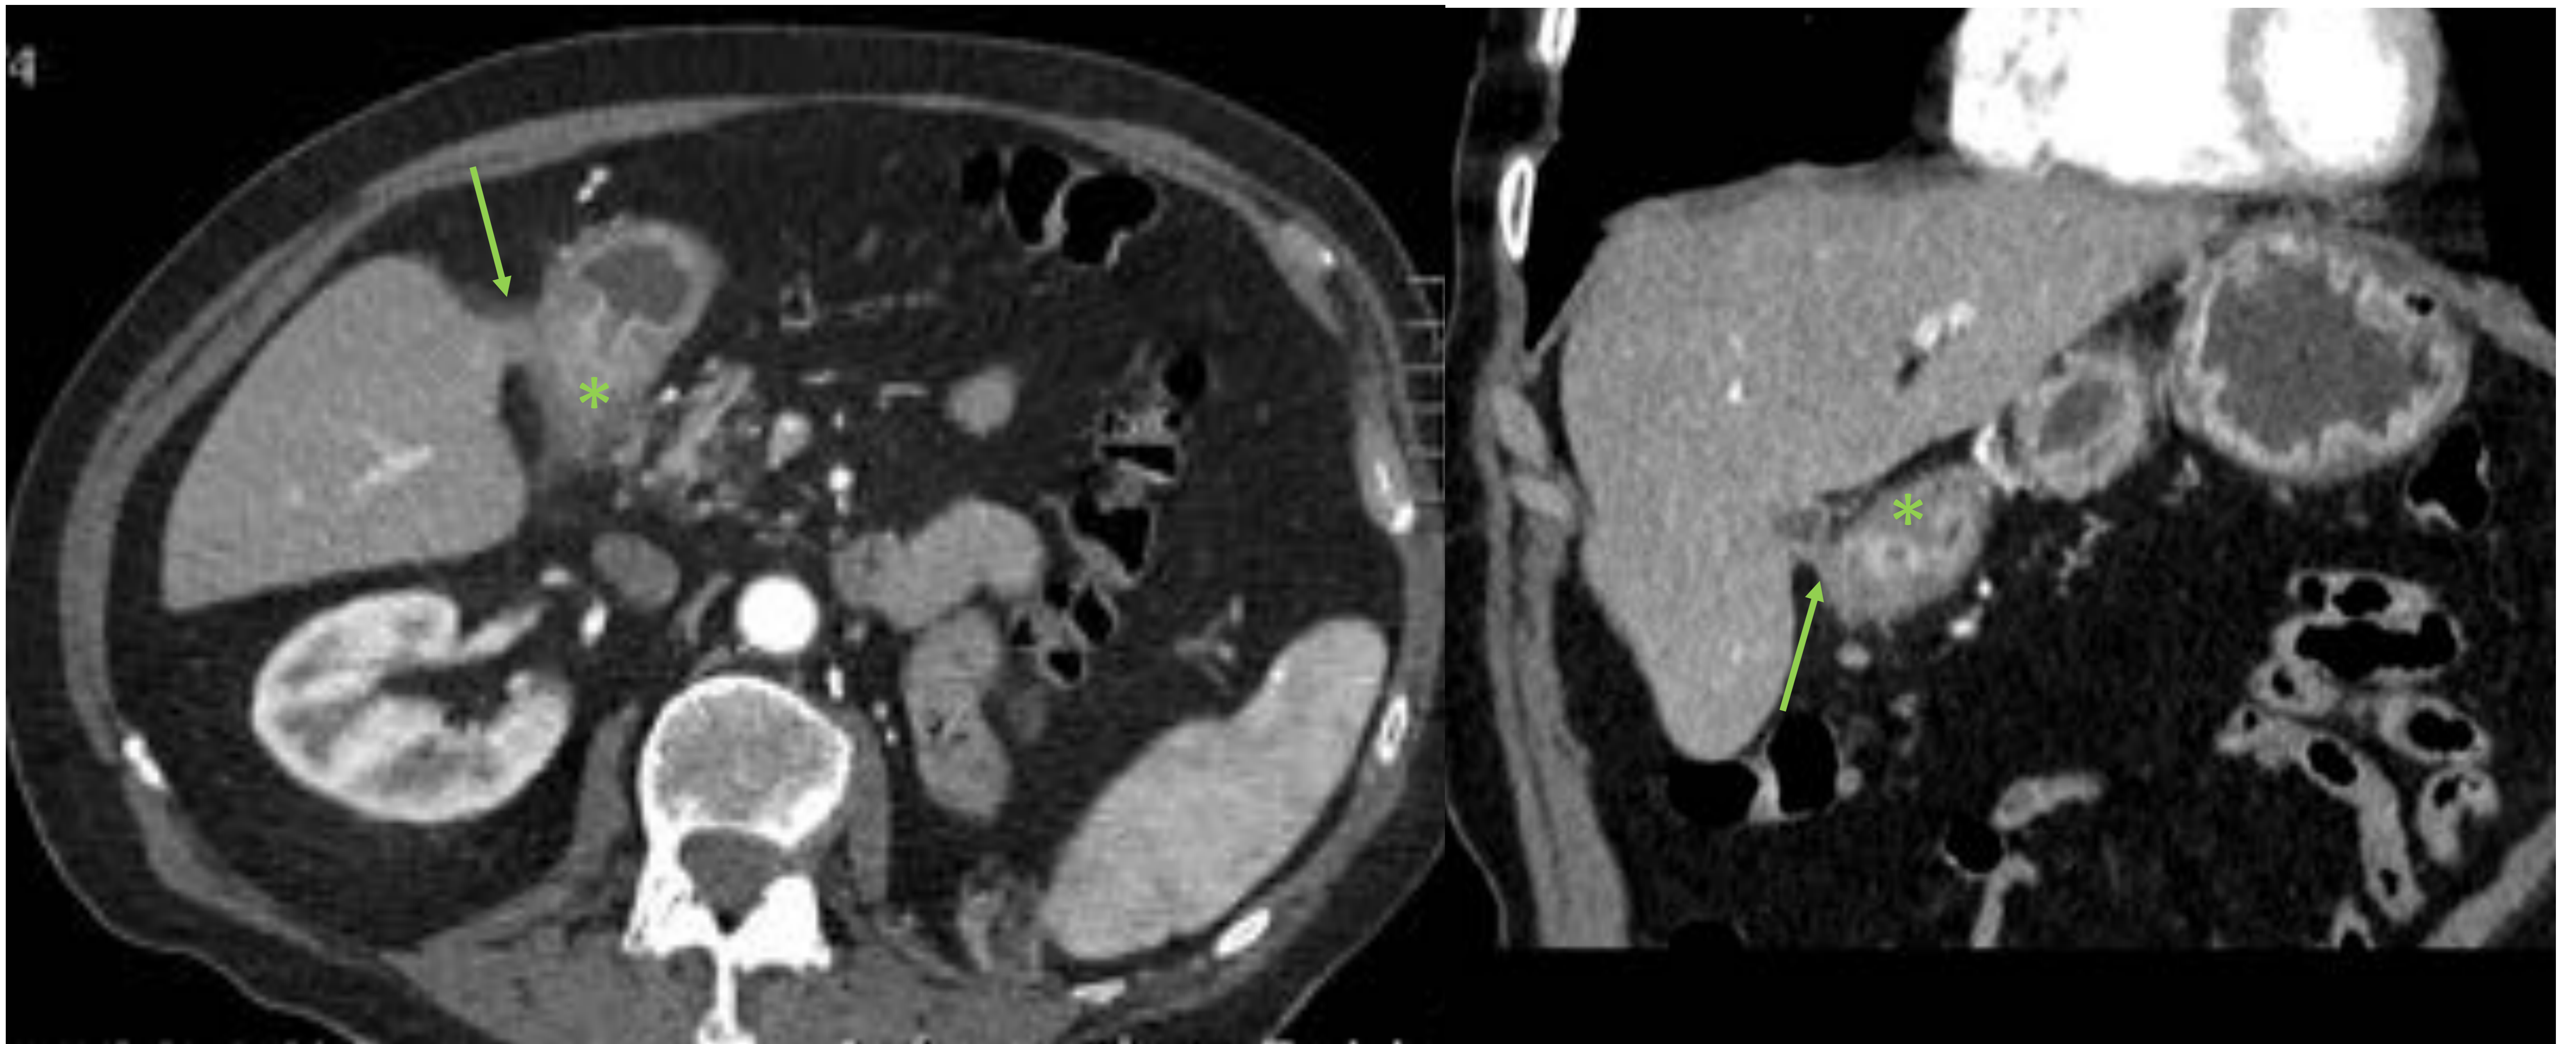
Varón de 82 años con antecedentes de úlcera duodenal, que acude por cuadro de dolor abdominal y vómitos. Imágenes de TC en axial y coronal en fase arterial que muestran un engrosamiento parietal concéntrico de la región pilórica, con realce mucoso y cambios inflamatorios circundantes (asterisco), así como dilatación retrógrada de la cámara gástrica e imagen lineal en relación con fístula bilioentérica (flecha), lo que sugiere estenosis duodenal de etiología péptica y probable evolución crónica.
